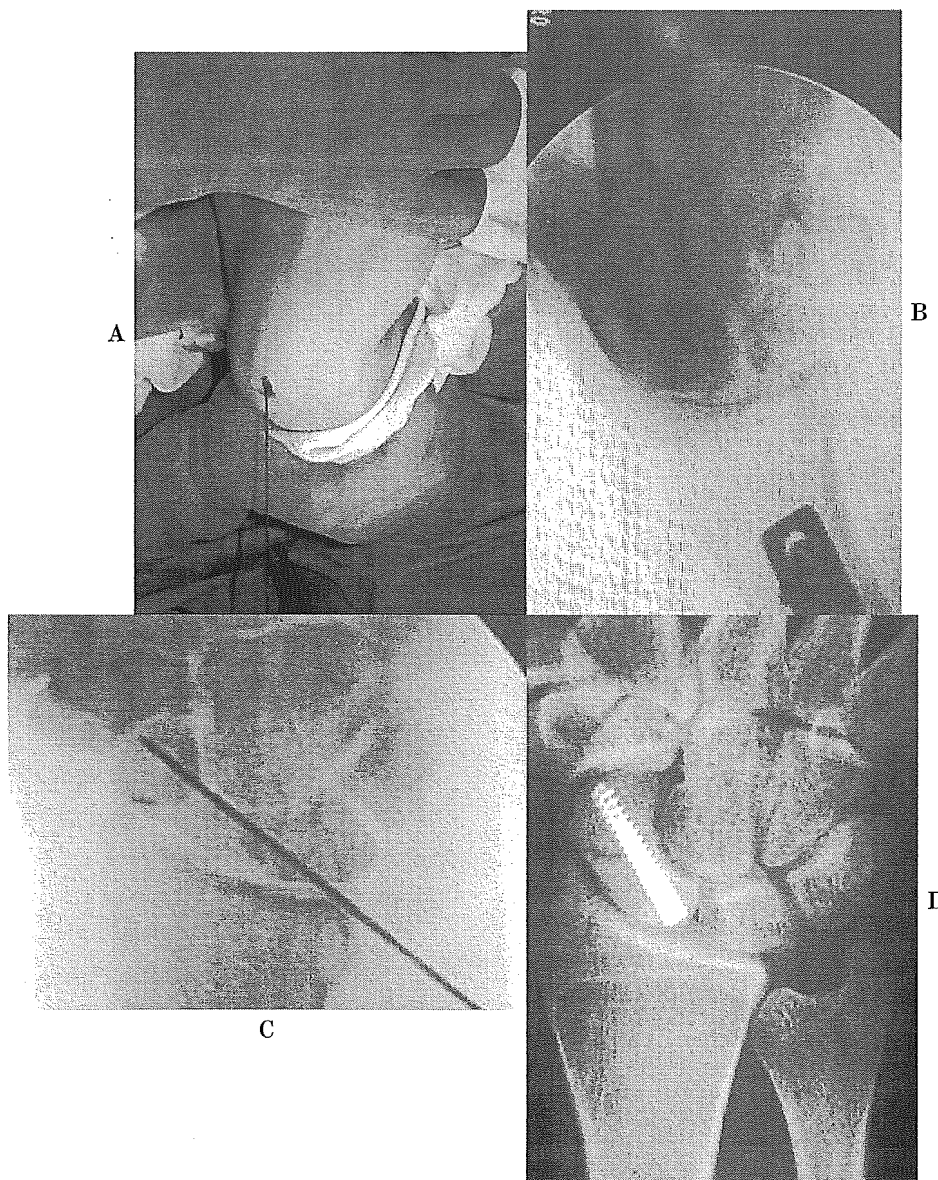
23歳男性，右舟状骨骨折，受傷後3日目。(A)手関節を回内，尺屈し，最大掌屈させる。(B)X線透視下に2つのcortical ringを重ね，そのringの中央にguide wireを刺入する。(C)X線正面写真。良好な位置にguide wireが刺入されている。(D)術後6カ月のX線正面写真。screwでの固定により骨癒合が得られた。
